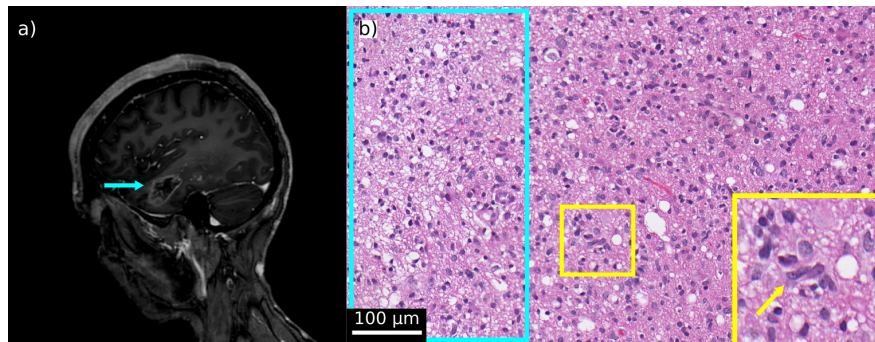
a) MRT-Bild eines Patienten mit einem anaplastischen Astrozytom (siehe Pfeil).
